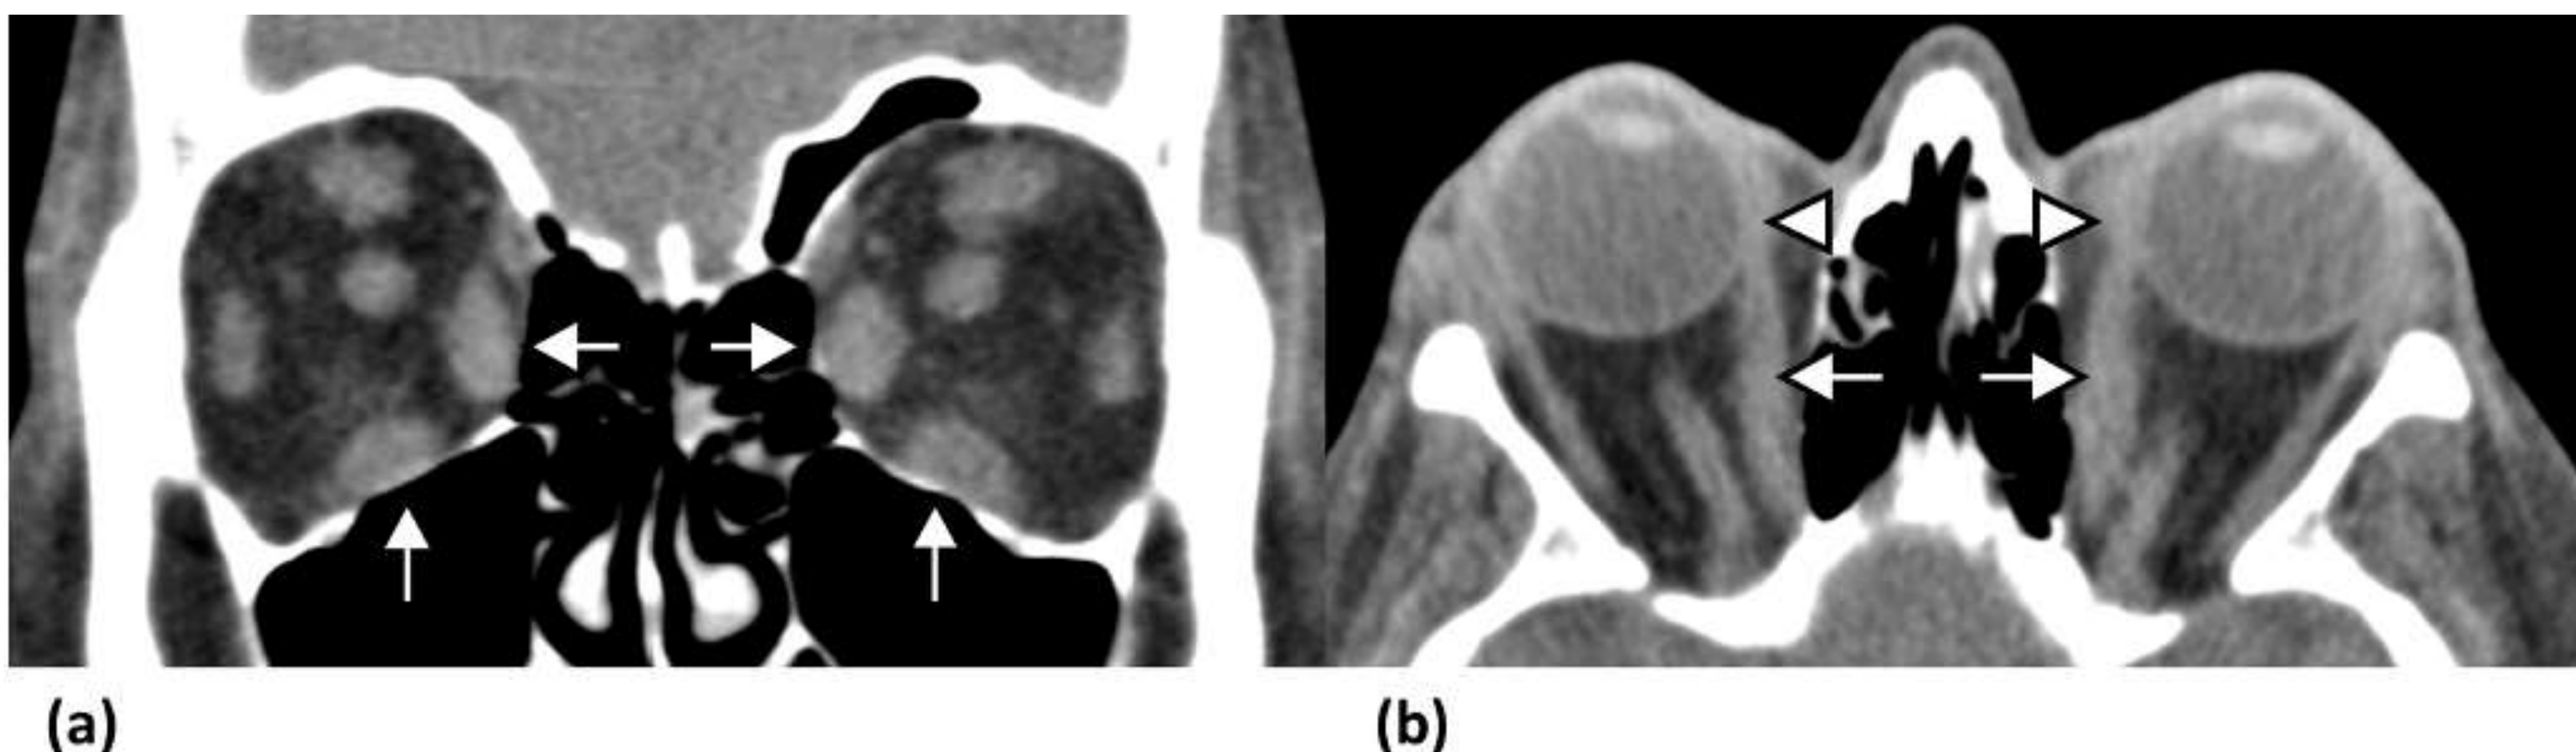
Oftalmopatía de Graves. (a) La imagen coronal de TC sin contraste obtenida en una mujer de 31 años muestra un agrandamiento de los músculos recto medial y recto inferior bilaterales (flechas), que respetan la inserción tendinosa. (b) Imagen de TC axial sin contraste de mismo paciente que muestra exoftalmos bilateral con engrosamiento de los músculos extraoculares (flechas).
